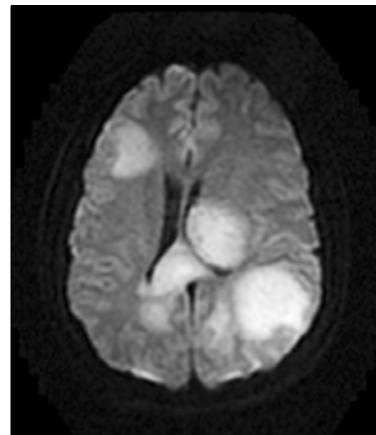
Brain diffusion MRI shows multiscattered diffuse inflammatory reactive change in near entire brain parenchyme.
